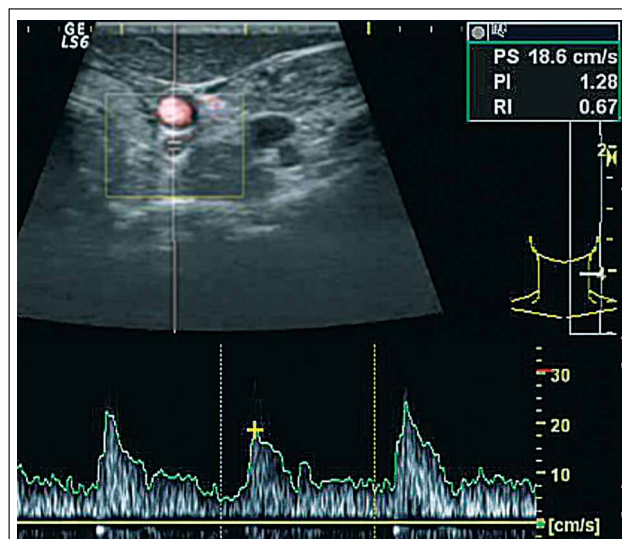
A. thyreoidea inferior im PW-Doppler
